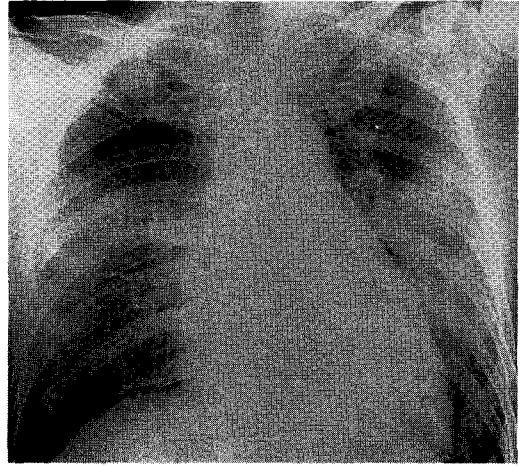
Chest radiograph on admission showed pneumonic consolidation in both lung fields.
